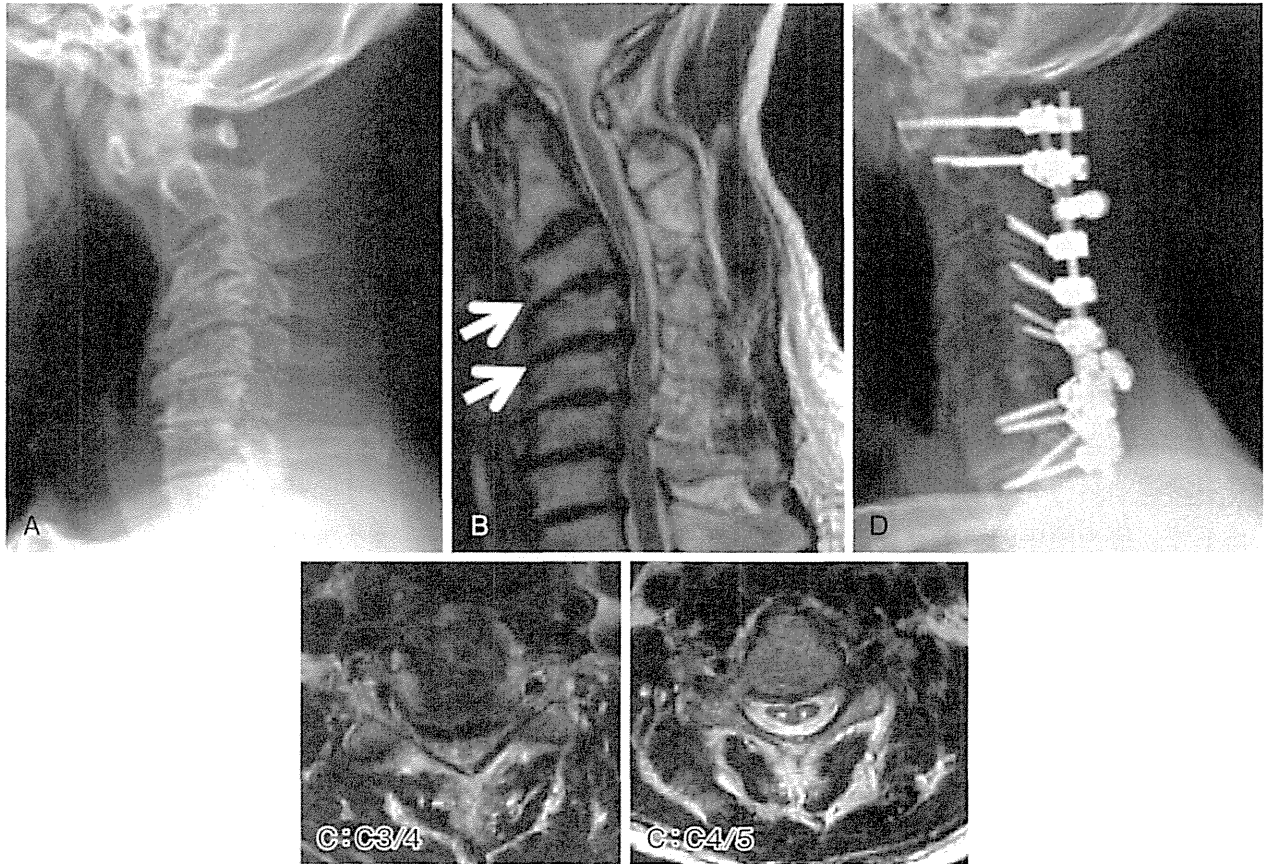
症例のX線およびCT所見(75歳, 男性.)
